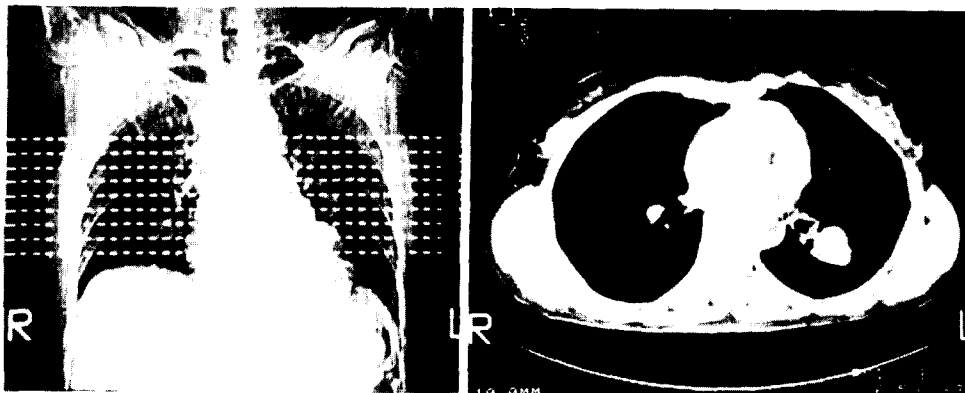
Chest CT scan of case 2. Well circumscribed, lobulated mass was in left lower lobe posterobasal segment. Suspicious necrosis was noted.
